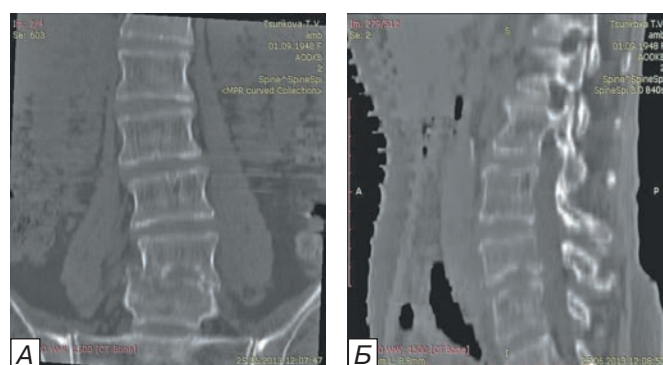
КТ поясничного отдела позвоночника больной Ц., 65 лет, в прямой (А) и сагитальной (Б) проекциях. Определяется S-образный сколиоз I ст., компрессионный перелом и латеролистез позвонка L_V контактная полость — деструкция тел позвонков L_{V-VI} по типу «узла Шморля», а также признаки усиления трабекулярного рисунка и кисты в телах позвонков.
